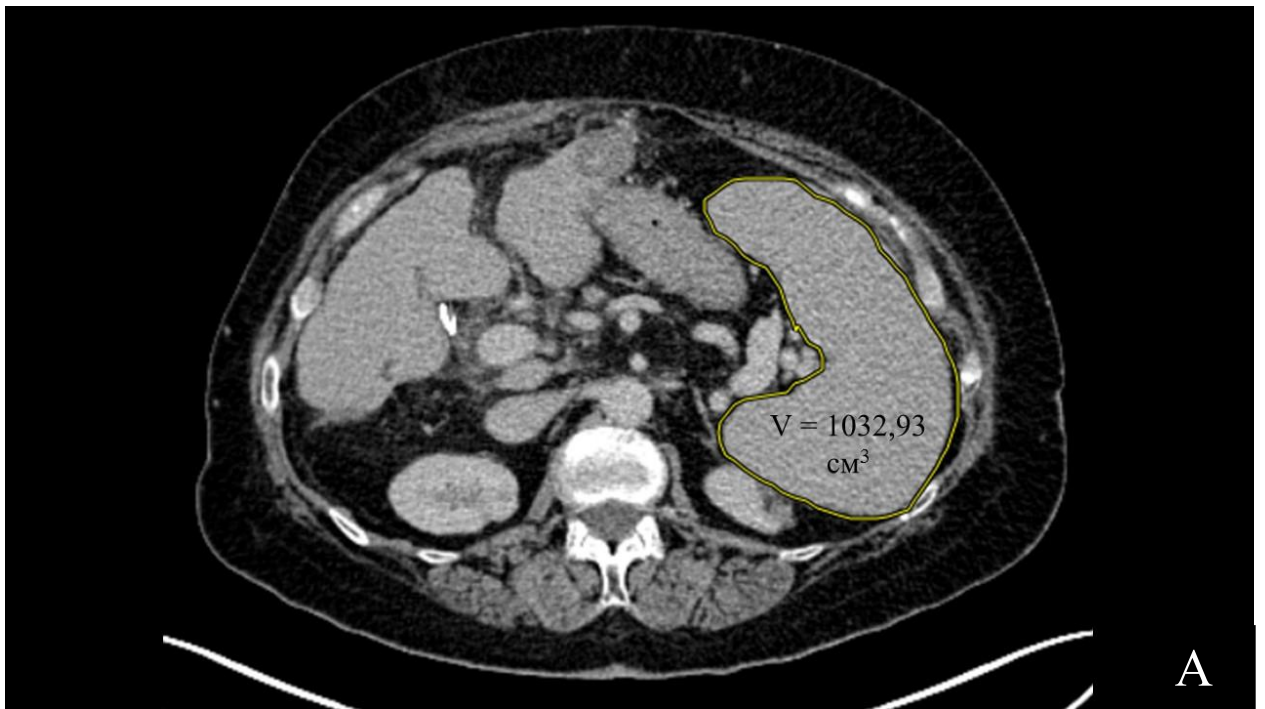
КТ органов брюшной полости с внутривенным контрастированием. А – до ЧЭС (гиперспленизм, объем селезенки – $1032,92 \text{ cm}^3$), Б – через 6 месяцев после ЧЭС (объем селезенки $626,51 \text{ cm}^3$).
